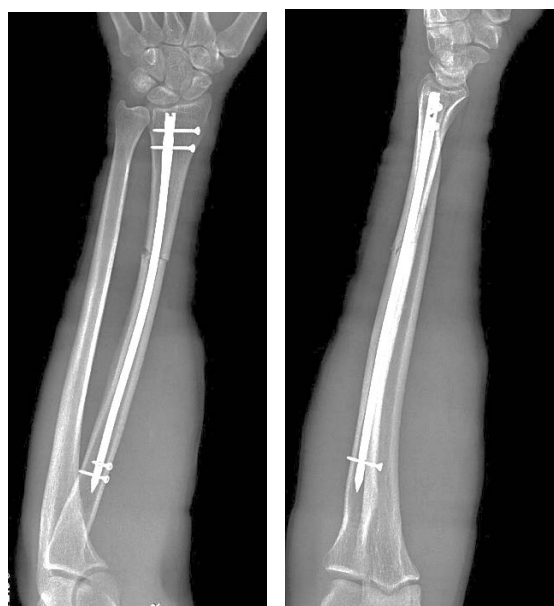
Пациент В., рентгенограммы после БИОС
